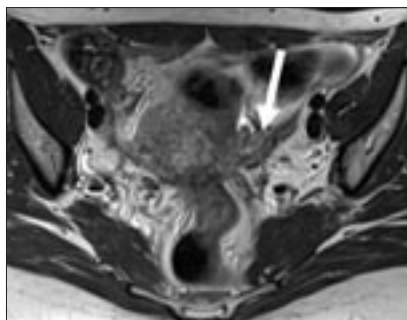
Эндометриоз серозной оболочки и круглых связок матки. На T2-взвешенных томограммах на серозной оболочке левого ребра матки определяются низкоинтенсивные зоны с кистозными включениями (стрелка), распространяющиеся на неравномерно утолщенную левую круглую связку матки.
